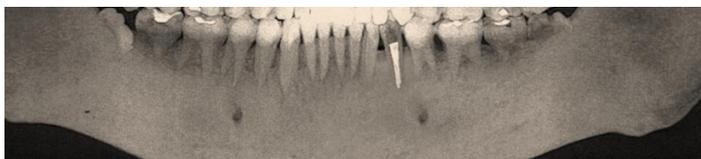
Reconstrução Panorâmica de Tomografia Computadorizada Cone Beam, após quatro anos de acompanhamento.
